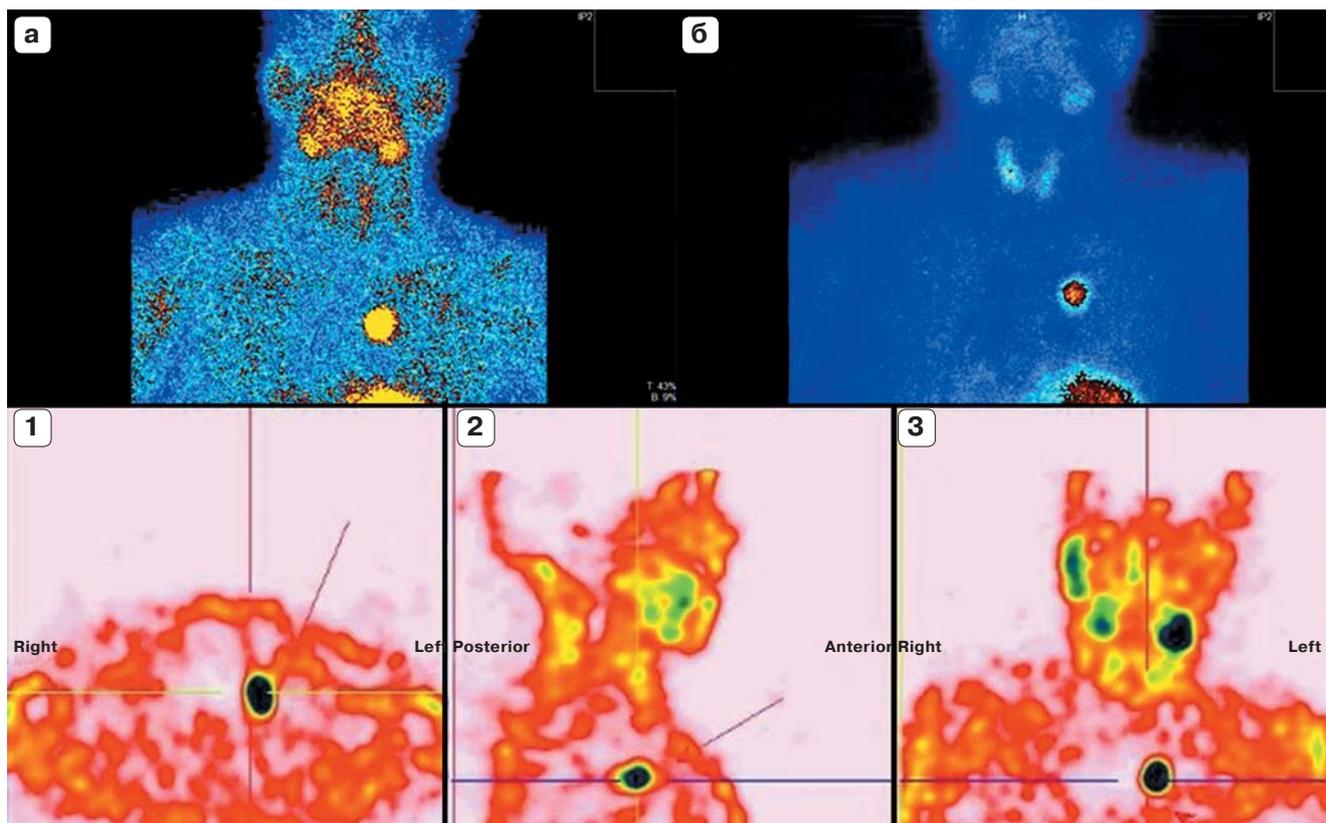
Двухфазная сцинтиграфия с ^{99m}Tc -sestamibi. а – тиреоидная фаза. б – паратиреоидная фаза: очаг повышенного накопления в переднем верхнем средостении. Однофотонная эмиссионная компьютерная томография в паратиреоидную фазу: 1 – поперечная, 2 – сагиттальная, 3 – фронтальная проекции.
